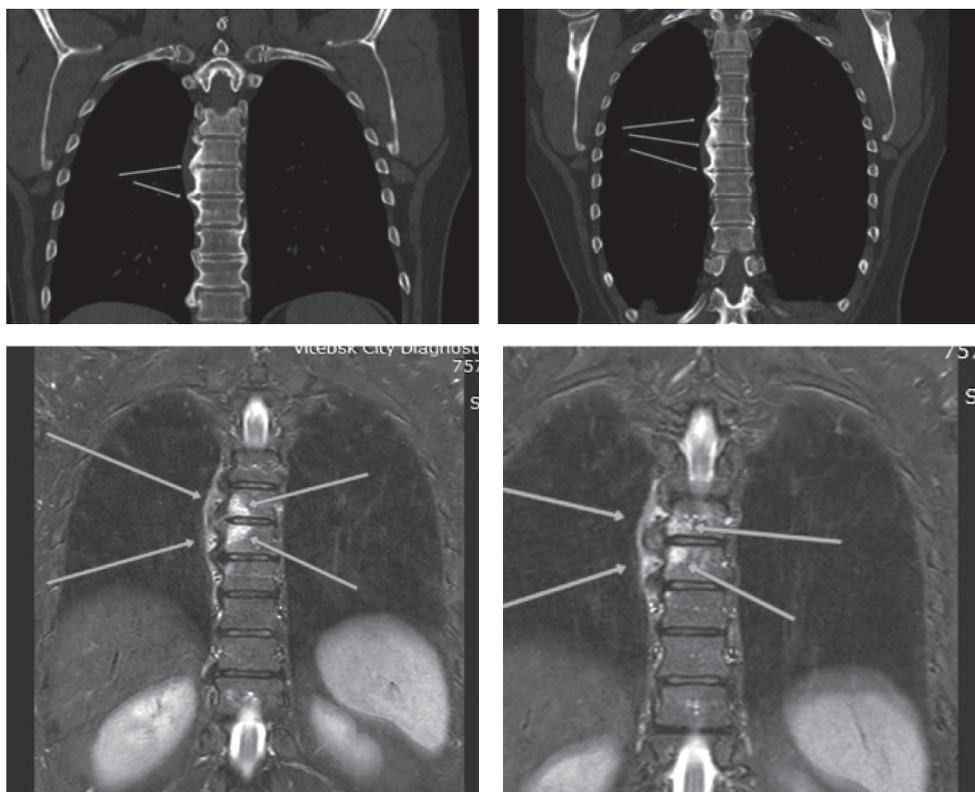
Результаты КТ (верхний ряд) и МРТ (нижний ряд) грудного отдела позвоночника в прямой проекции (описание в тексте)
